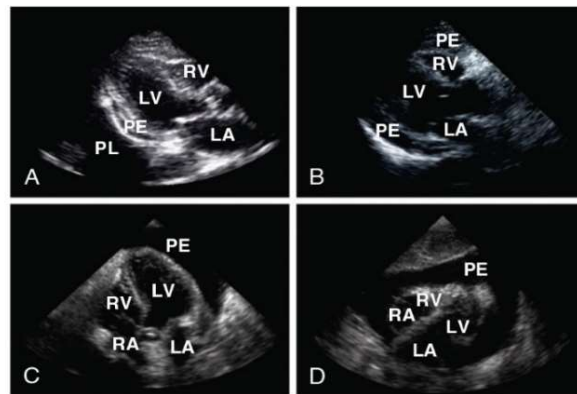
Examples of pericardial effusion. A, Small pericardial effusion (parasternal long-axis view). B, Moderate pericardial effusion (parasternal long-axis view). C, Large pericardial effusion (apical four-chamber view). D, Large pericardial effusion (subcostal/subxiphoid view). *LA*, Left atrium; *LV*, left ventricle; *PE*, pericardial effusion; *PL*, pleural effusion; *RA*, right atrium; *RV*, right ventricle.
